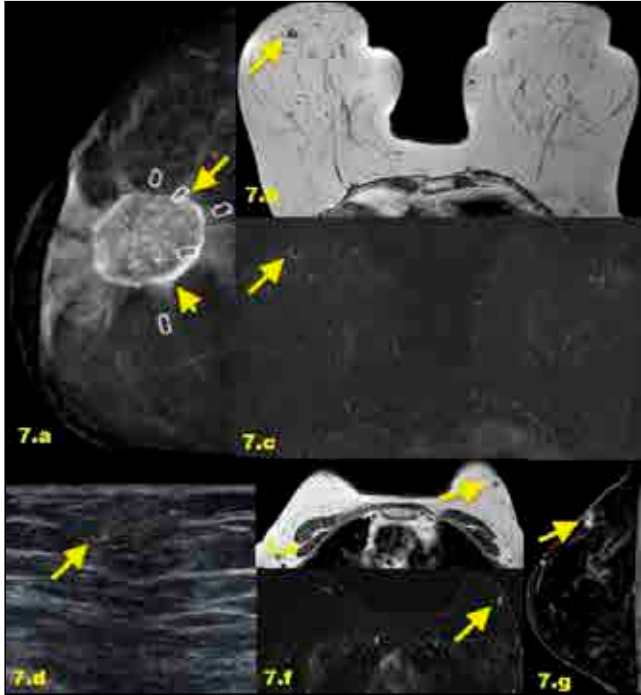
In MMG, central radiolucent, peripheral calcified nodular opacity (oil cyst) is the typical imaging finding (1)(Figure 7.a). In US, a hyperechoic solid lesion (7.d) can be observed as a cystic lesion with mural vegetation in a hyperechoic margin, or hypoechoic lesion with irregular contours. MRI is diagnostic in the presence of fat intensity in the T1W images(7.b). Peripheral enhancement can be observed according to the degree of inflammation in the environment in dynamic contrast (DCE) examination (7.c). The case of different fat necrosis, which could not be clearly seen in the T1W images (7.e) and shows enhancement in axial- sagittal dynamic sections(7. f, g) was verified by biopsy.
